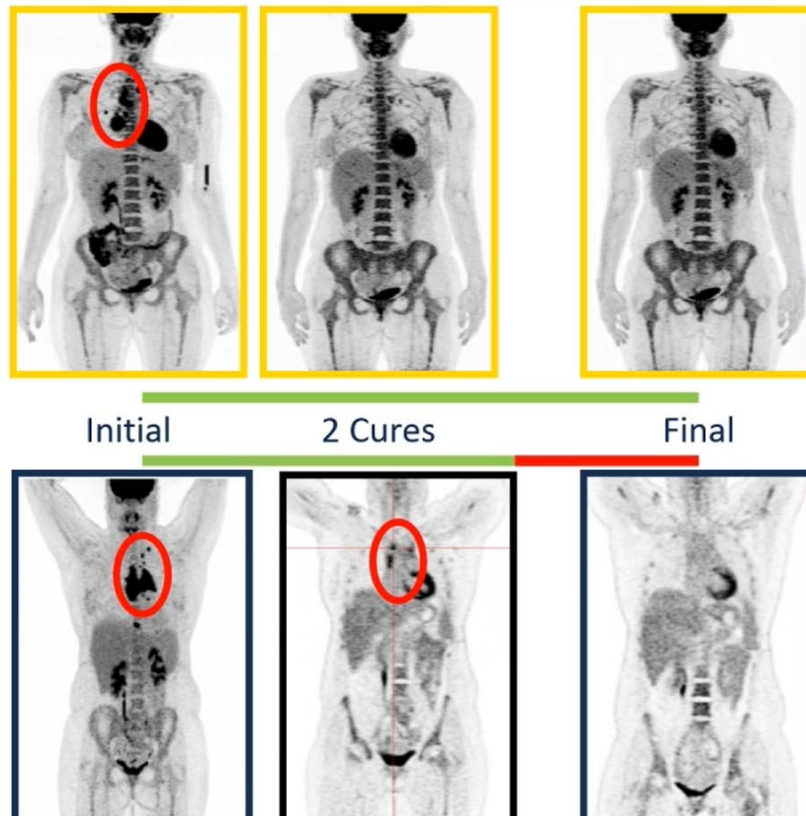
Exemple d'examen TEP au FDG-18 (source DOE/BER)
